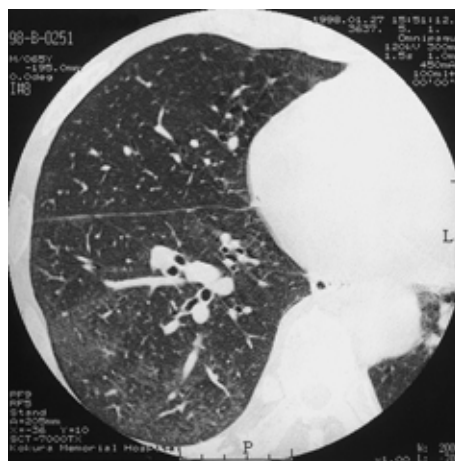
Chest high-resolution CT scan shows reticulonodular shadows in right S6.
